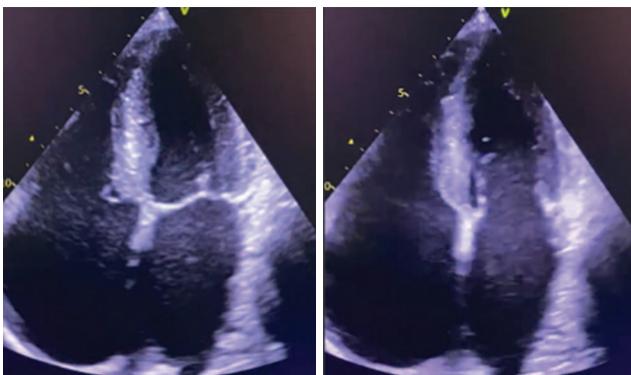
Эхокардиография от 19.01: легкая гипокинезия передне-перегородочной и передней стенок левого желудочка
